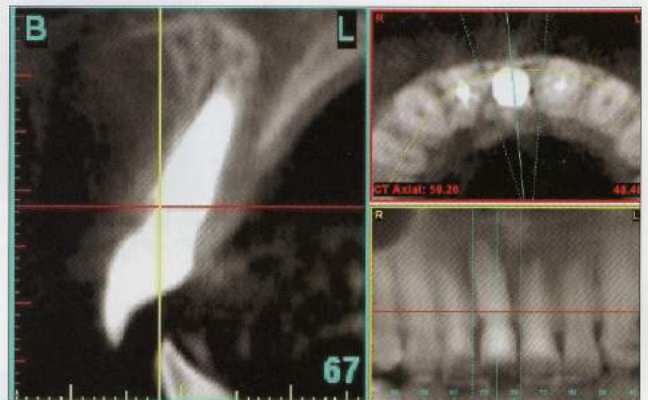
Sim Plantによる術後2年半のCT画像.
